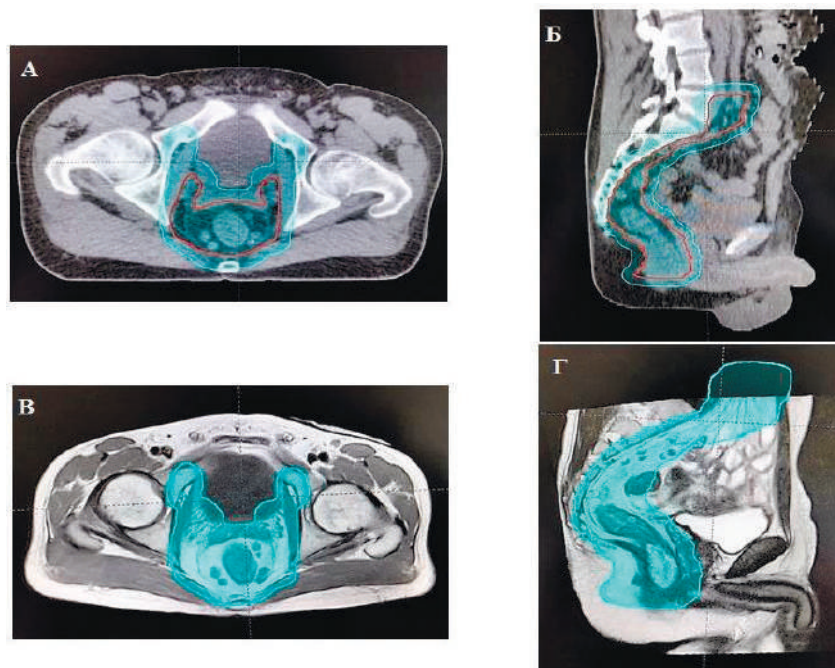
На верхніх зображеннях сагітальні (А) та аксіальні (Б) зрізи МСКТ з позначеним обсягом РТВ1 з відступом від СТВ1. На нижніх зображеннях (В і Г) сагітальні та аксіальні зрізи МРТ з позначеним обсягом РТВ1 які суміщені з даними МСКТ за допомогою спеціальної програми дозиметричного планування (Eclipse)
